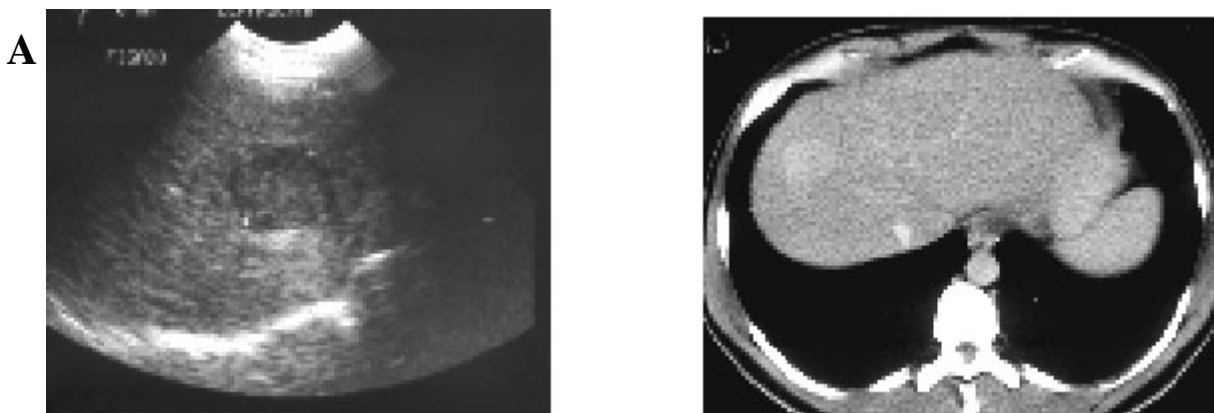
A – Ultra-sonografia de nódulo predominantemente hipoecogênico em lobo hepático direito. B – Tomografia computadorizada helicoidal de abdome evidenciando nódulo com captação de contraste em lobo hepático direito.
